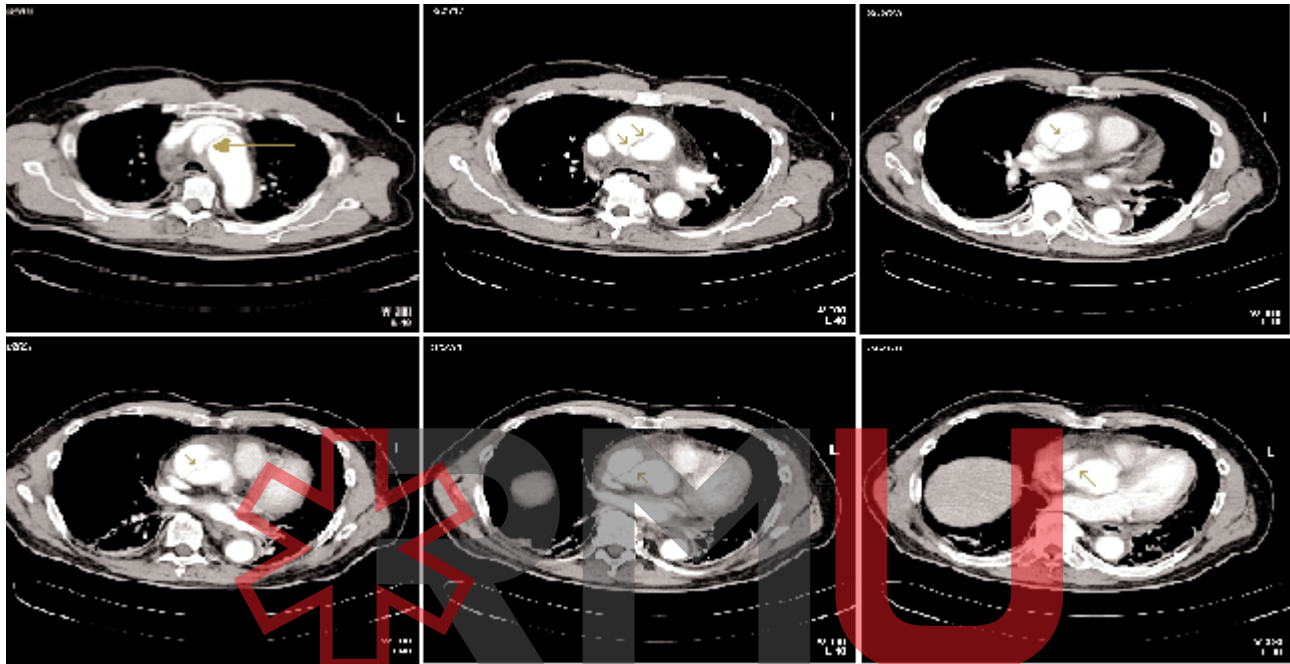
Imagine CT reprezentând fald de disecție la diverse niveluri ale aortei
